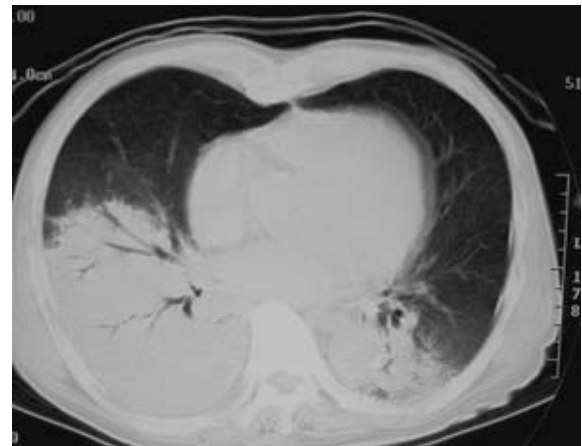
Chest CT on admission to our hospital shows infiltration shadows in the right lower lobe and left lower lobe.
